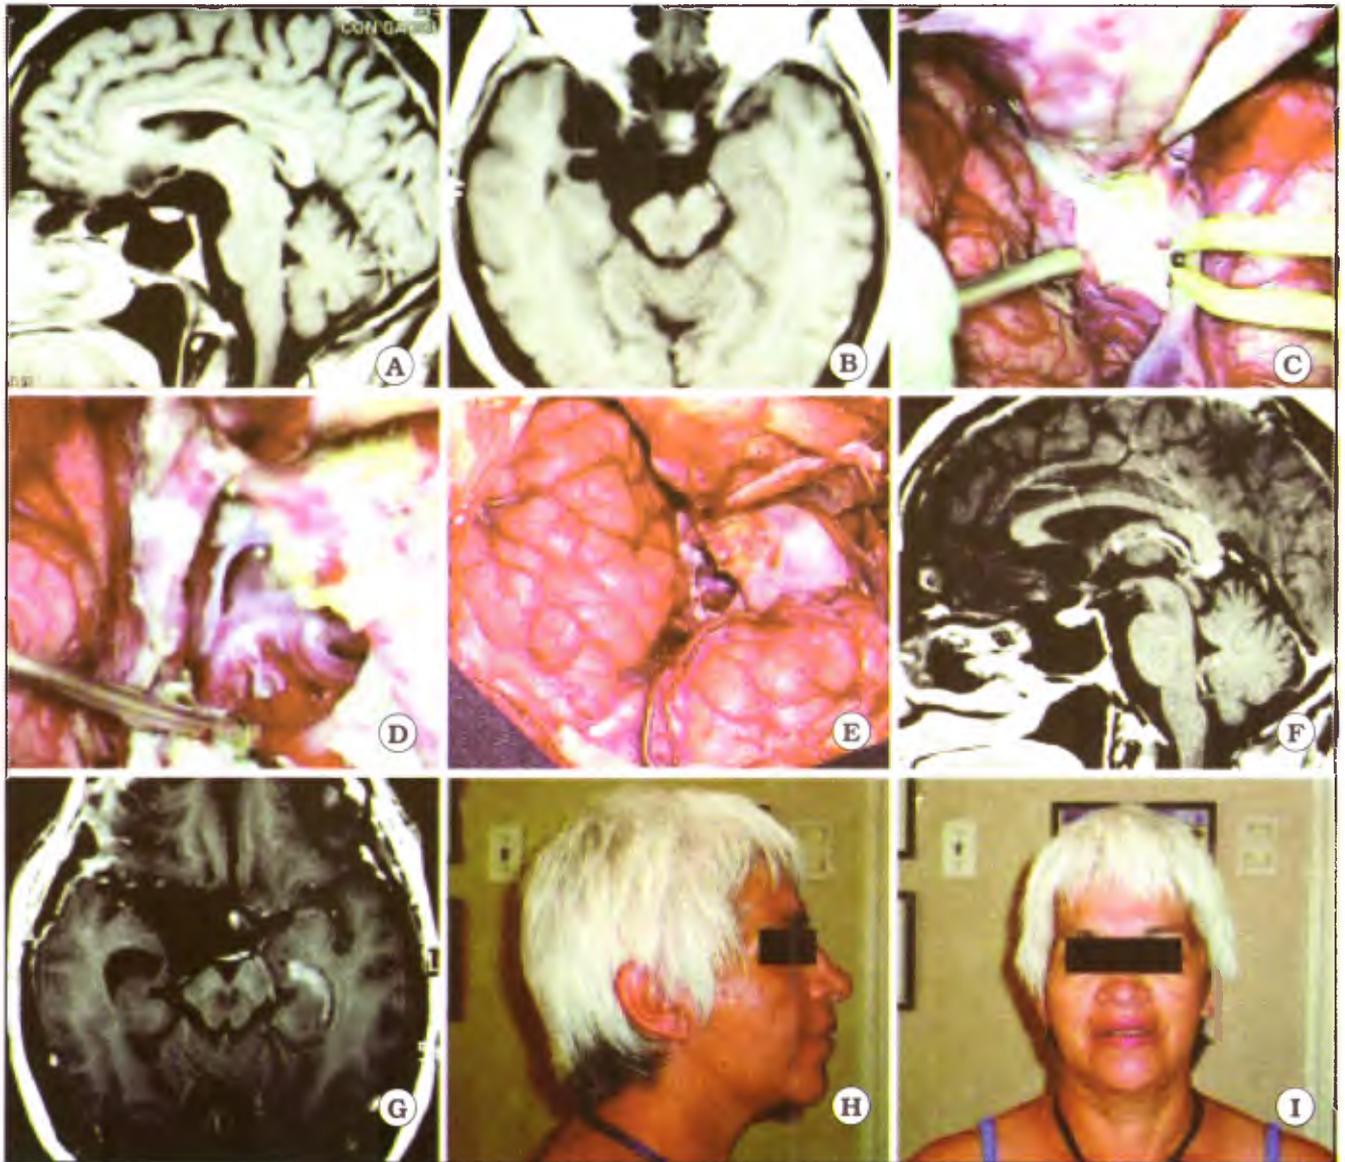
Caso 13 de la Tabla 1. Mujer de 46 años, que presenta un tumor epidermoide de las cisternas basales, especialmente a nivel de la cisterna interpeduncular; además, la lesión comprime y desplaza el uncus temporal. A. IRM preoperatoria, corte sagital. B. IRM preoperatoria, corte axial. C. Exposición del tumor luego de realizada la apertura de la fisura silviana. D. Exposición de la bifurcación basilar, luego de resecado el tumor. E. Visión final del abordaje pretemporal, luego de ser resecado el tumor. F. IRM postoperatoria, corte sagital. G. IRM postoperatoria, corte axial. H e I, Fotos de la paciente luego de la cirugía, mostrando un buen resultado estético.
